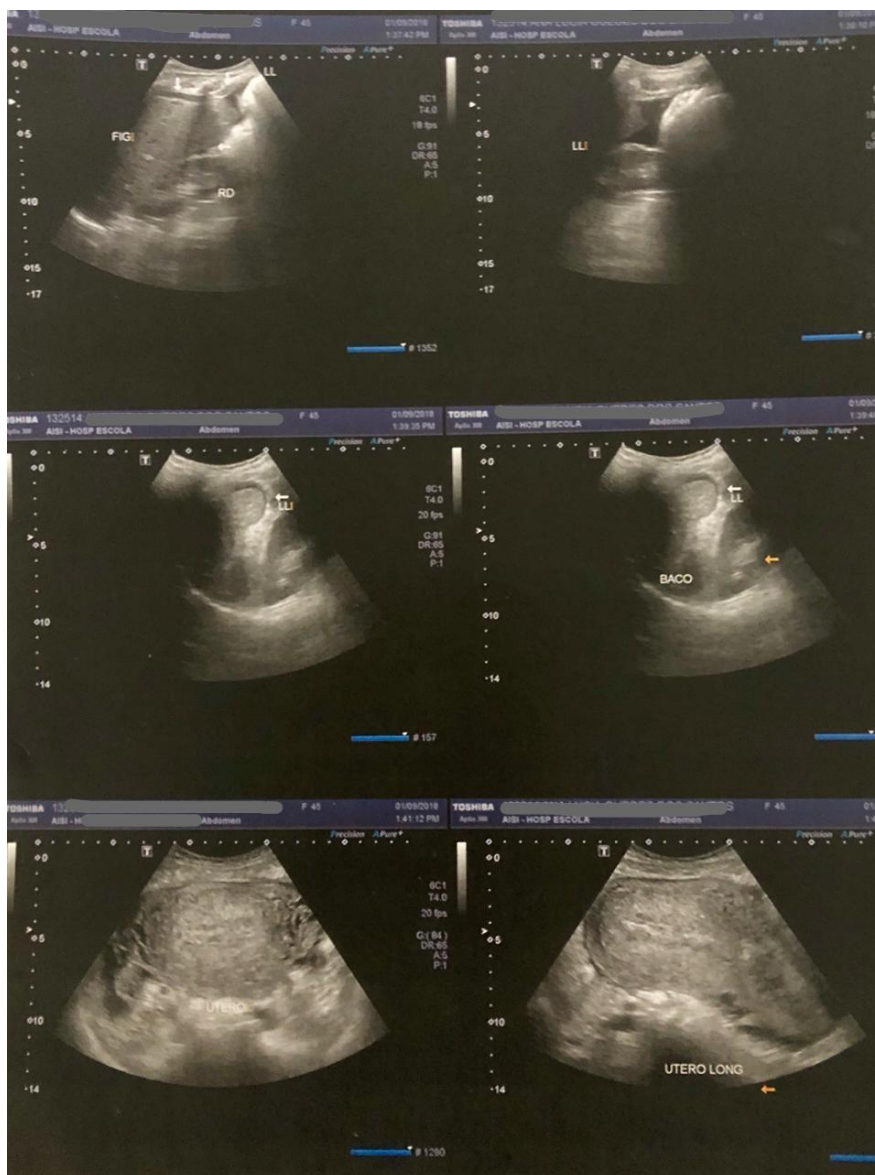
USG Pélvica via abdominal
